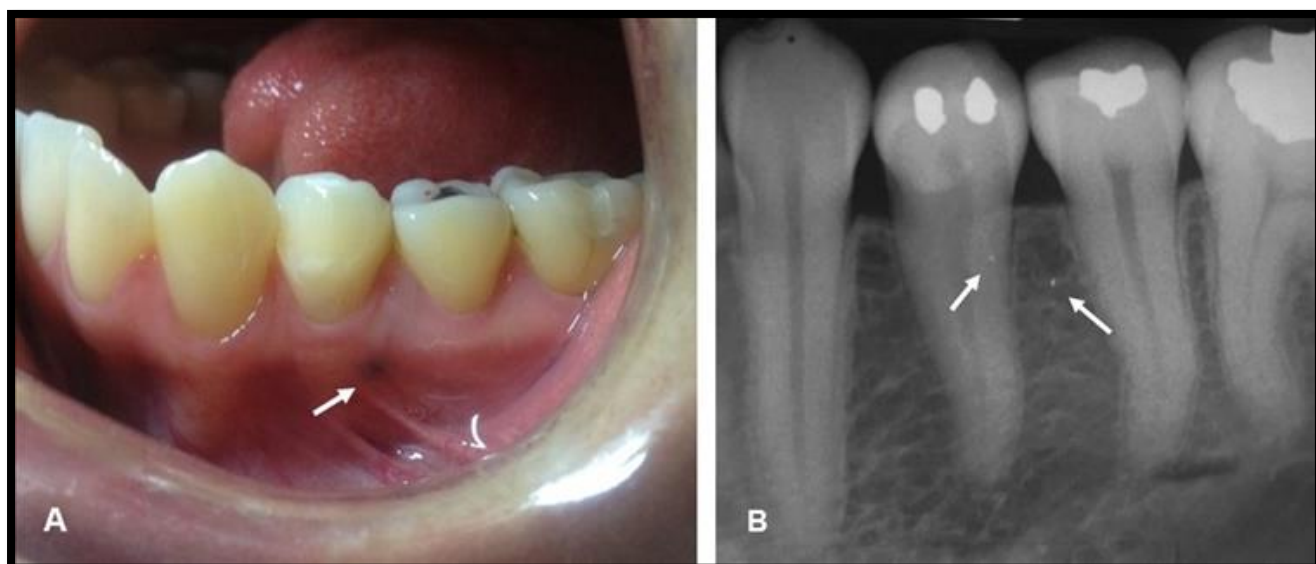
A. Iconografía de una mácula negruzca en la mucosa bucal B. Radiografía periapical donde se observan las partículas radiopacas que corresponden a los restos de amalgama que ocasionaron la pigmentación.
